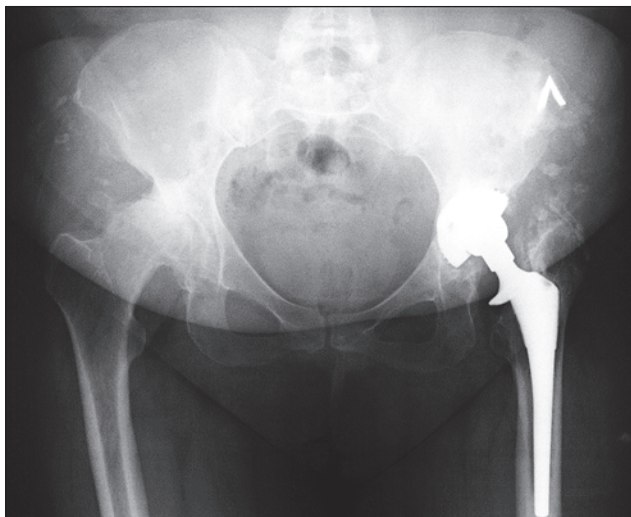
Рентгенограма обох кульшових суглобів хворої К. у день надходження. Ознаки нестабільності компонентів ендопротеза. Дефект дна вертлюжної западини 2A за Paprosky та за класифікацією AAOS тип 2
